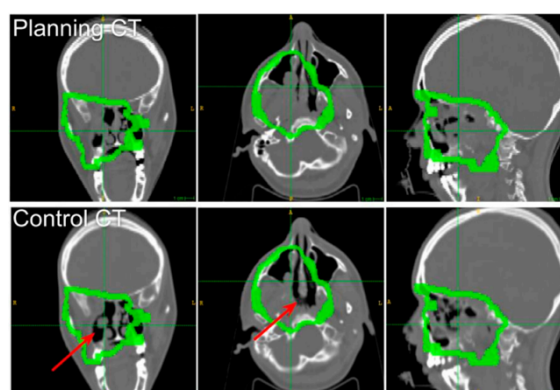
sezioni delle TC di pianificazione e di controllo del paziente 006P (da sinistra a destra: assiale, sagittale e coronale). I margini del CTV sono disegnati in verde. La regione svuotata è evidenziata con una freccia rossa.
